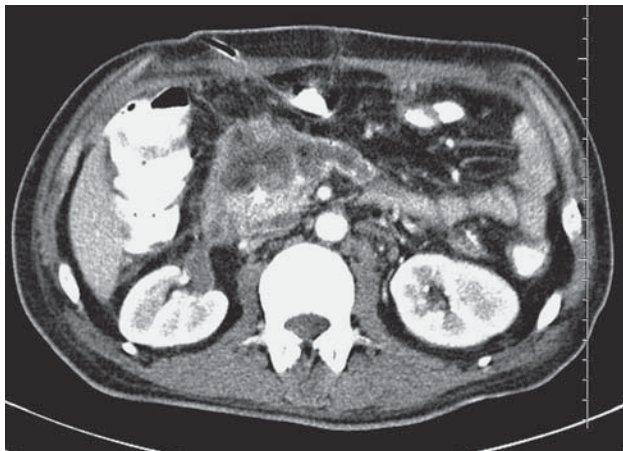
КТ-изображение острого панкреатита. В области крючковидного отростка головки поджелудочной железы определяется неправильной формы отграниченное жидкостное скопление, структура его несколько неоднородная. Окружающая клетчатка инфильтрирована. Абсцесс.
